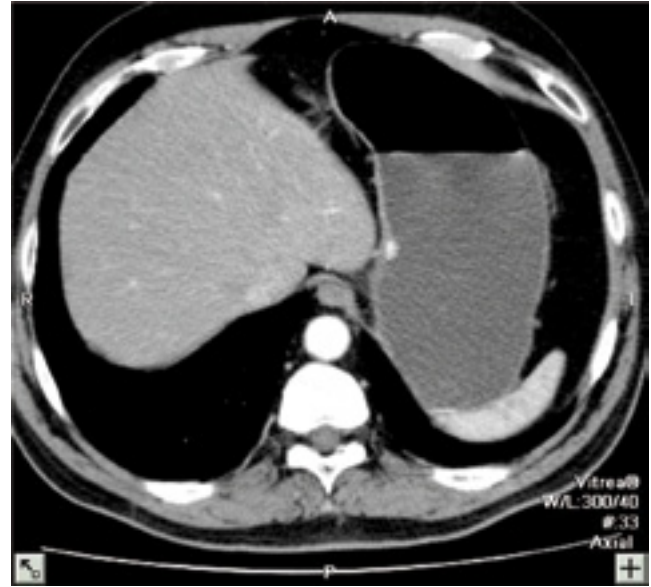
Carcinoide gástrico. TC con contraste iv, pequeña lesión con intensa hipercaptación localizada en la curvatura menor gástrica*
